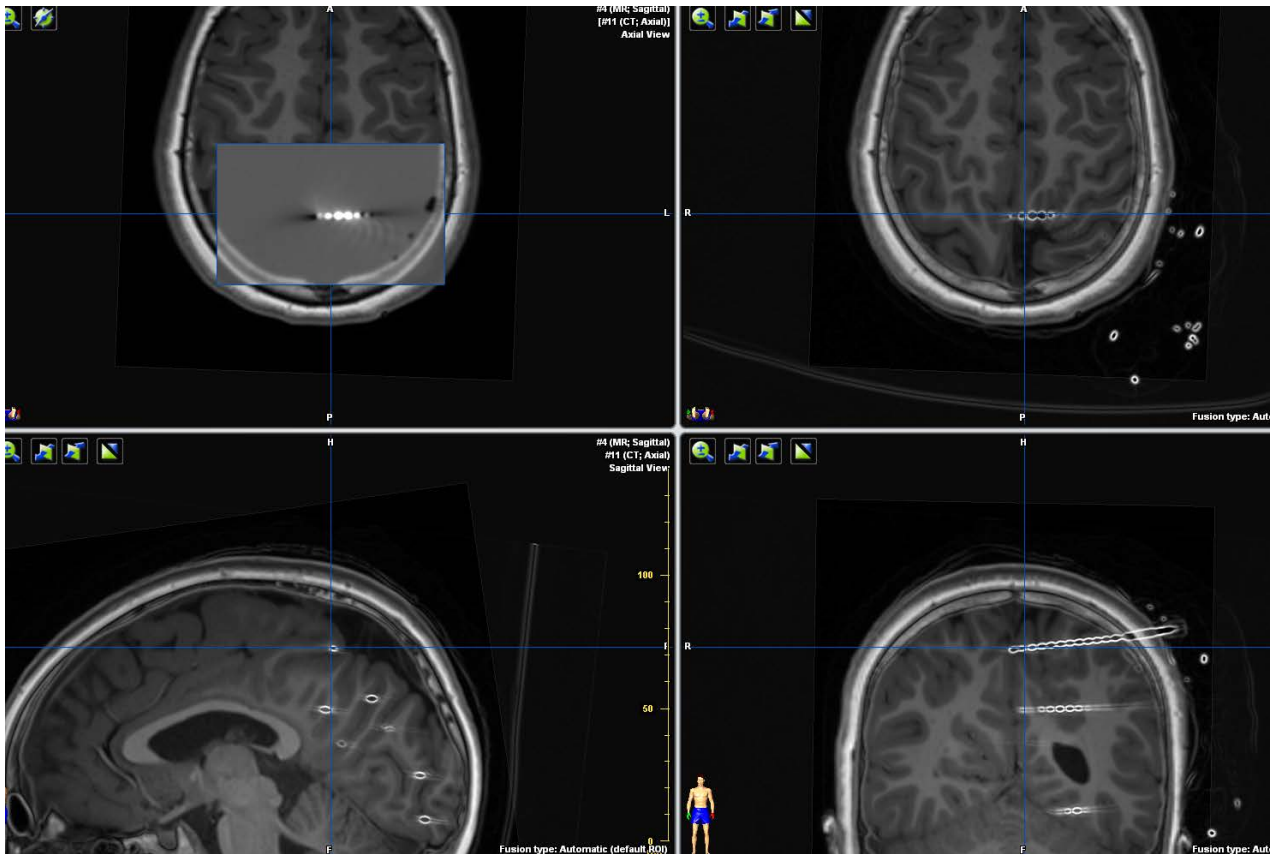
Fusión de la RM prequirúrgica con el TAC postquirúrgico para la visualización de los electrodos profundos.
